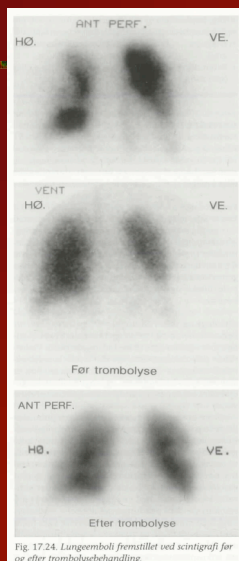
Lungemboli fennitlet ved scintigrafi før og efter trombolysbehandling.
